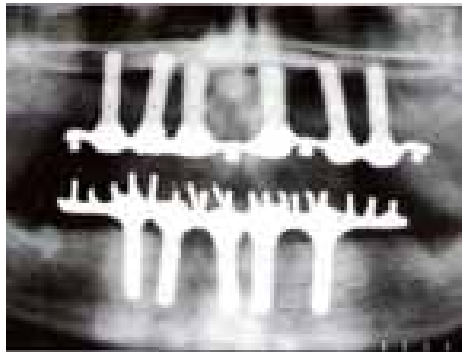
Radiografía panorámica con implantes colocados
